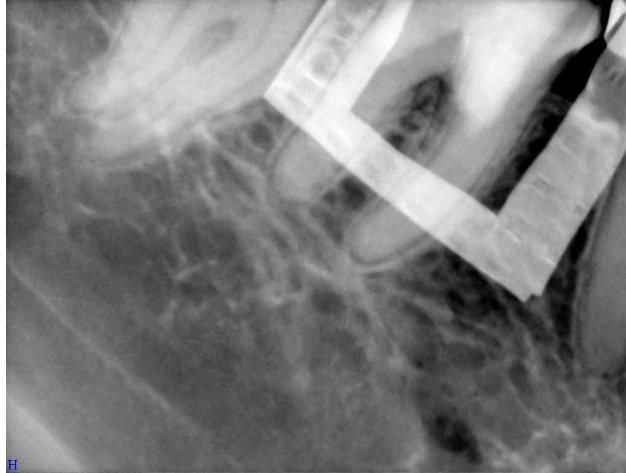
Radiografía que muestra la guía de una placa, para asegurar la distancia del corte apical.
